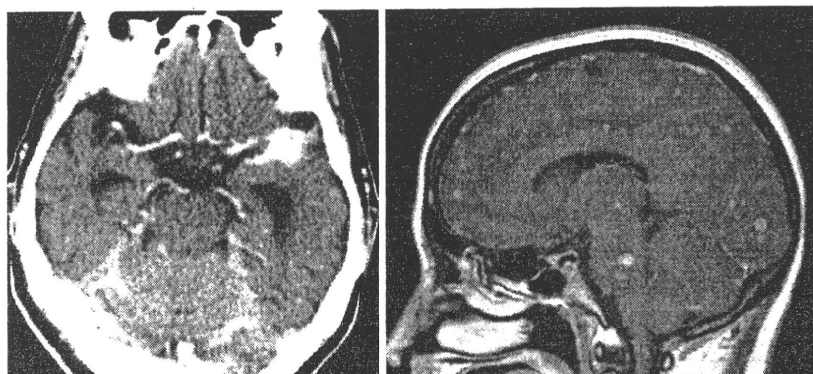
結核性髄膜炎の造影頭部 CT (左)、造影頭部 MRI (右) 所見
